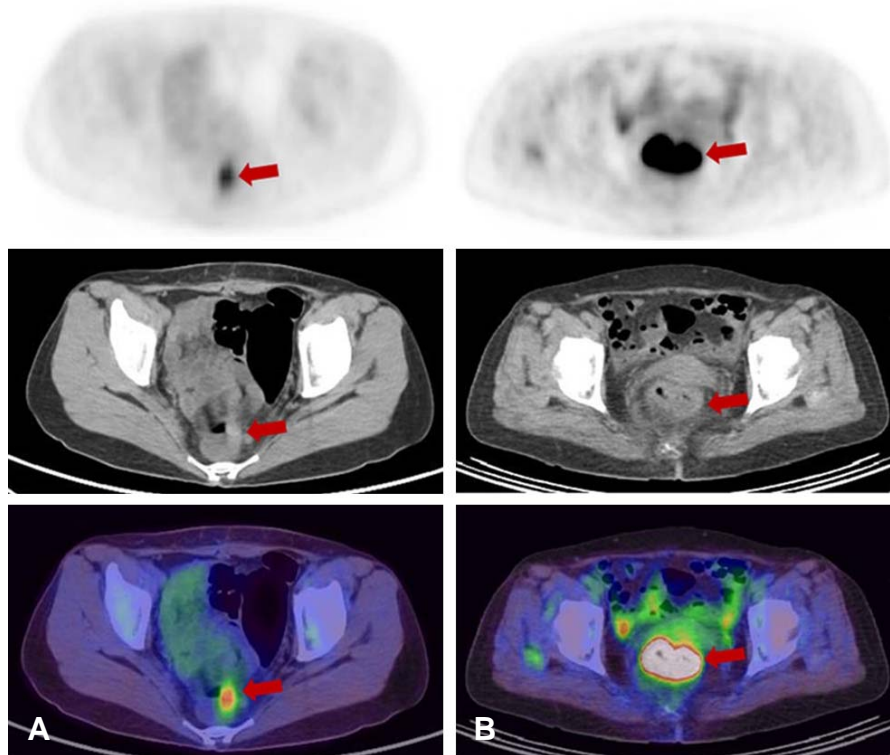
A 56-year-old female underwent pre-operative PET/CT (A). In the axial PET/CT images, focal FDG uptake is noted in the rectum (SUVmax 3.2). 2.5 cm sized rectal cancer (T3) with lymph node metastasis was confirmed by operation. A 74-year-old female underwent pre-operative PET/CT (B). In the axial PET/CT images, focal FDG uptake is noted in the rectum (SUVmax 23.5). 8.4 cm sized rectal cancer (T3) with lymph node metastasis was confirmed by operation.
